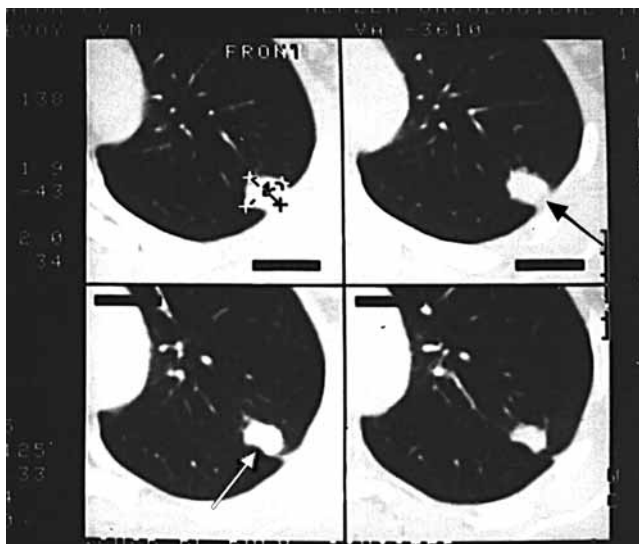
Компьютерные томограммы органов грудной клетки в легочном окне (левый гемиторакс). Периферический рак верхней доли левого легкого с реакцией висцеральной плевры в виде пупковидного втяжения
